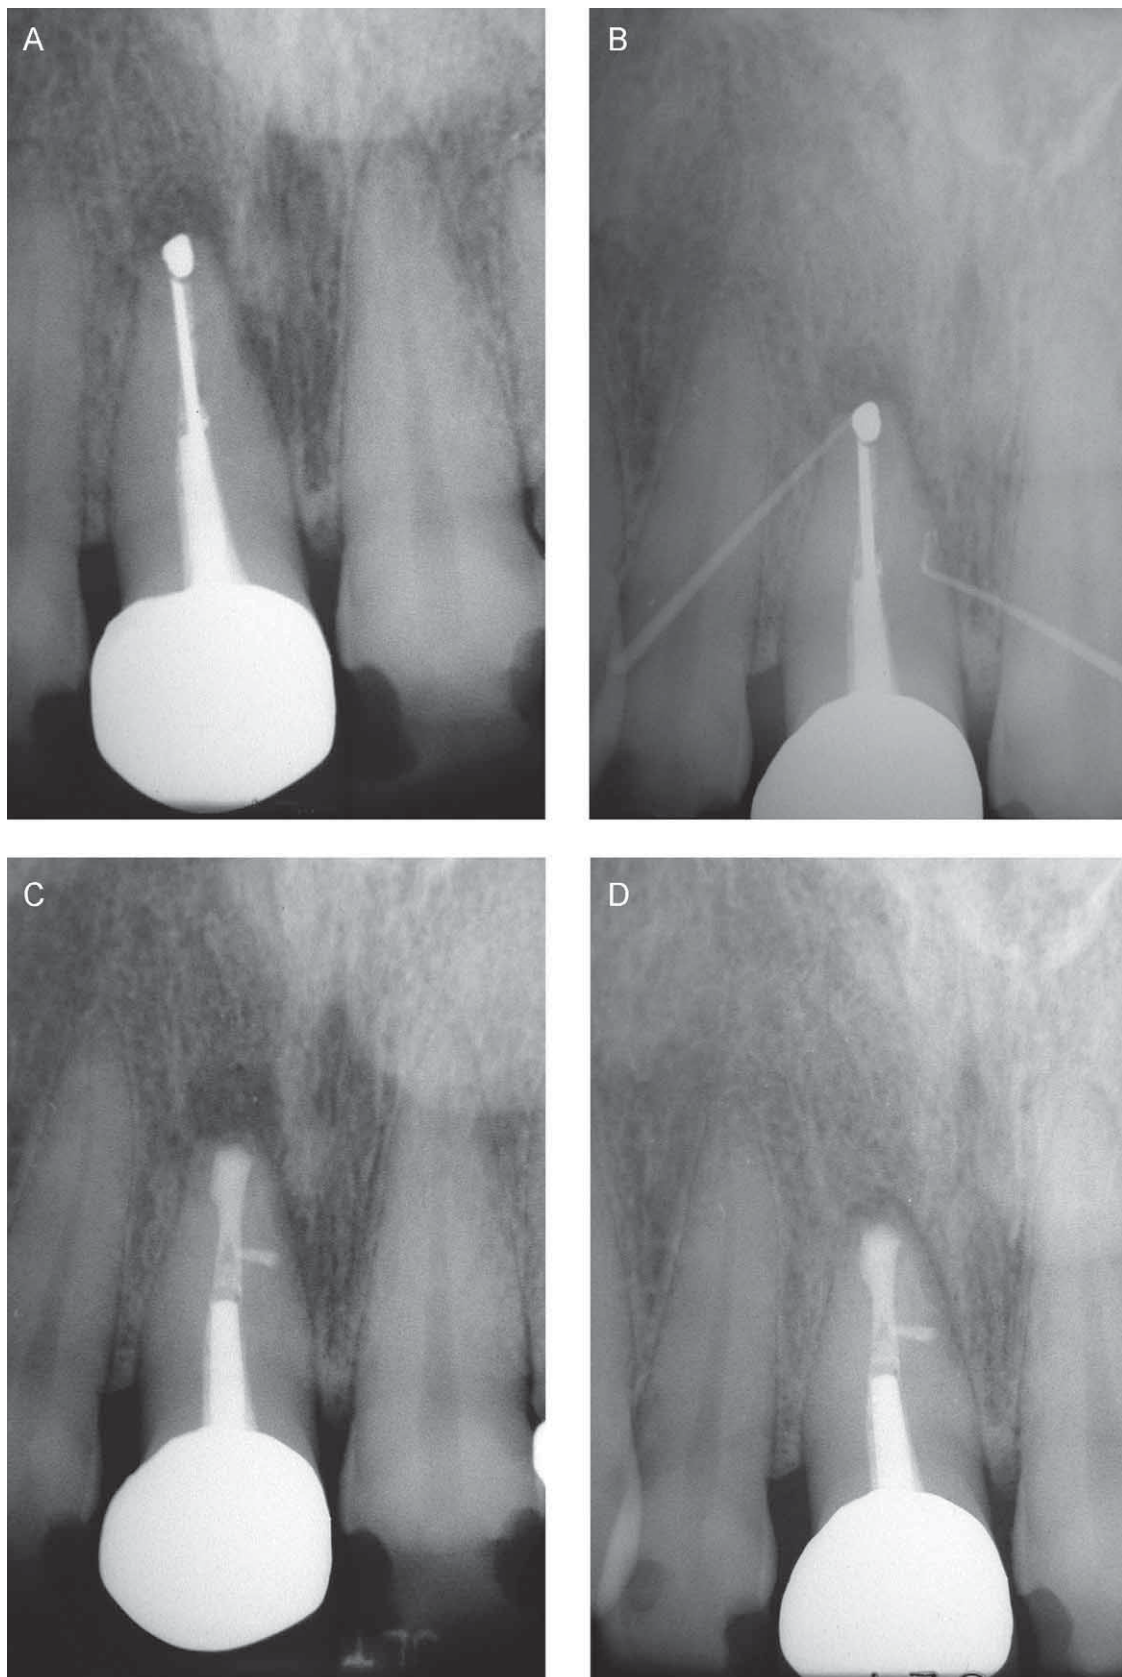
Un tipico esempio di endodonzia chirurgica. A. Radiografia pre-operatoria. B. Sono presenti due tragitti fistolosi. C. Radiografia post-operatoria: sono stati ritrattati per via chirurgica sia il canale principale sia il canale laterale. D. Radiografia di controllo dopo due anni.
